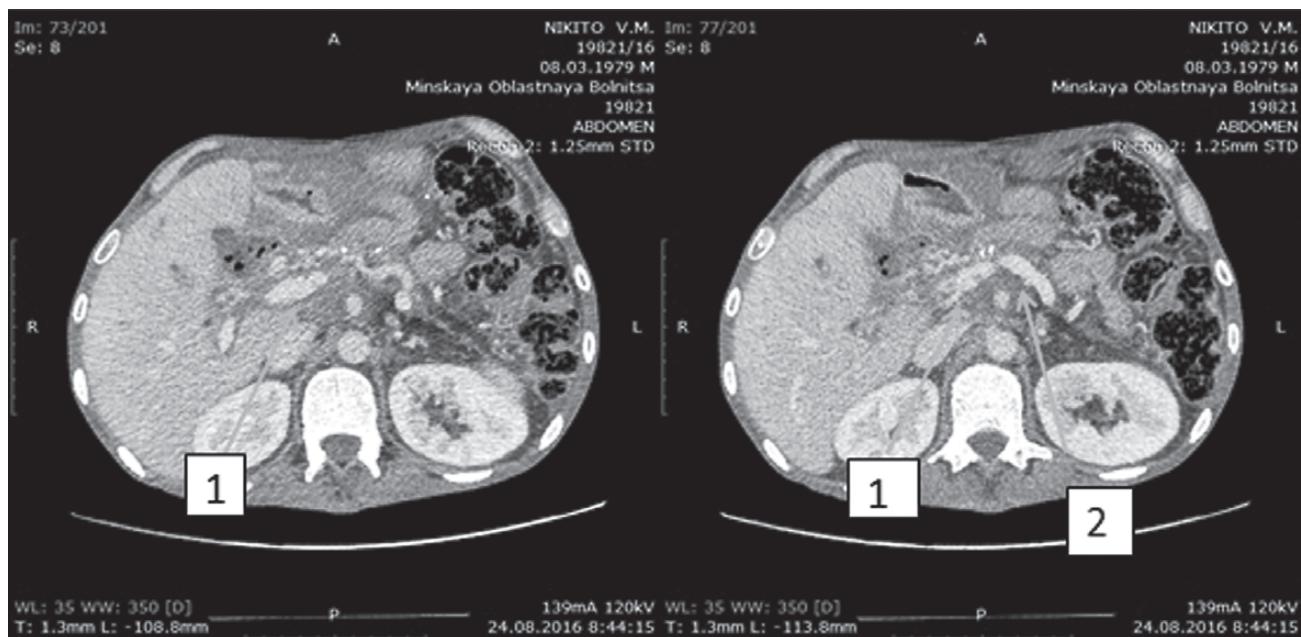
КТ: состояние после резекционно-дренирующей операции: 1 — портальная вена; 2 — селезеночная вена
